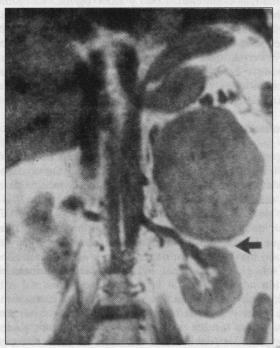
Resonancia magnética nuclear de un tumor adrenal izquierdo. No hay compromiso del riñón (flecha).
